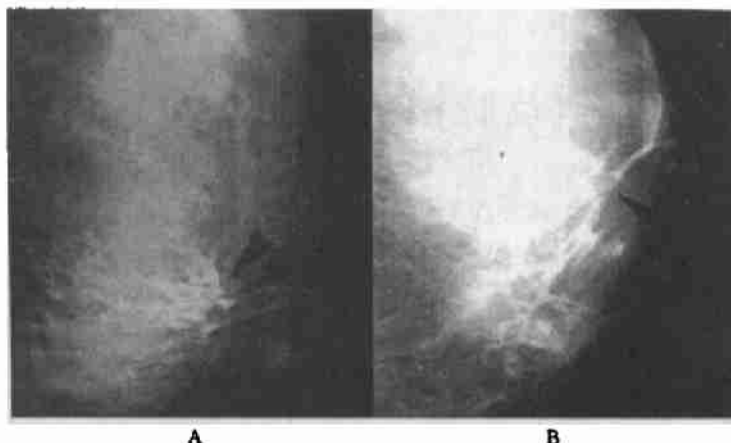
A为左乳腺斜位平片,B为同一病例左乳腺轴位平片
